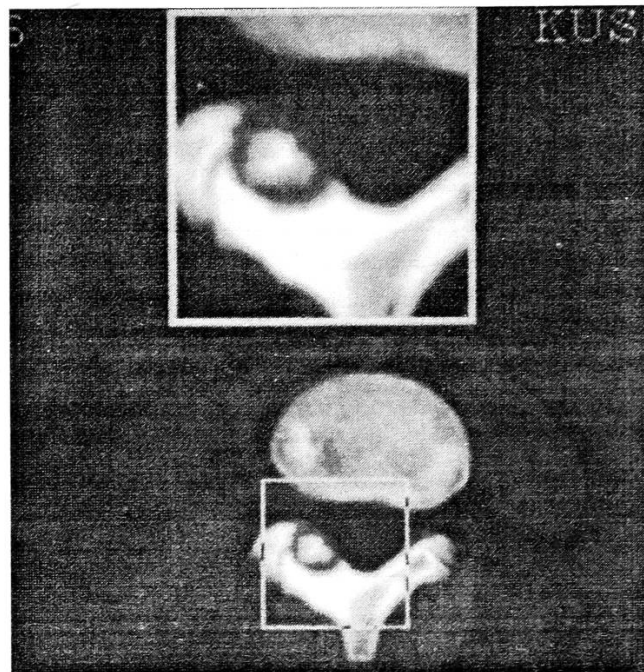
Компьютерная томограмма: «гнездо» остеоидной остеомы дуги позвонка.
